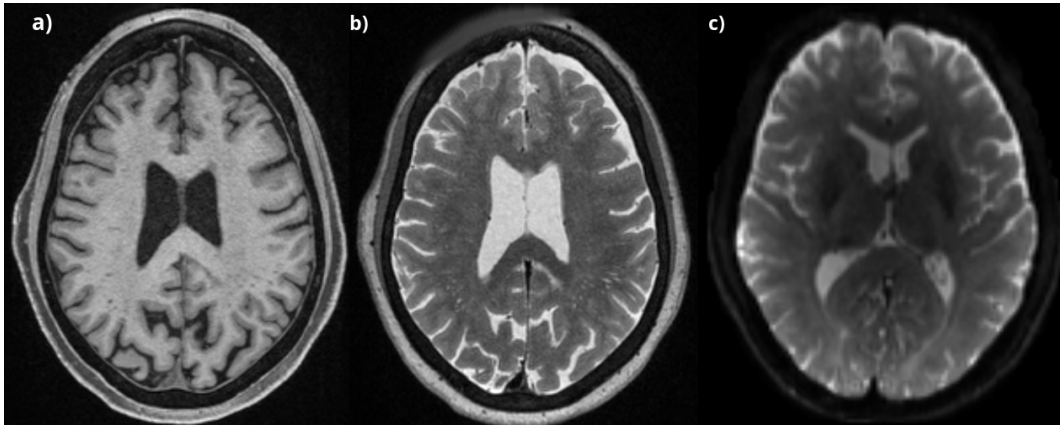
a) Imagen de RM potenciada en T1. b) Imagen de RM potenciada en T2. c) dMRI.
